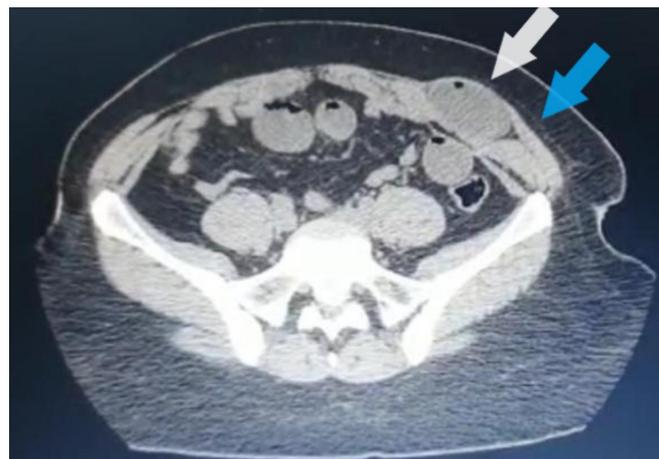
Corte axial de TC de abdome sem contraste evidenciando conteúdo herniário em FIE (seta branca) lateral ao músculo reto em topografia de fásia de Spiegel limitado à aponeurose do oblíquo externo (seta azul).
